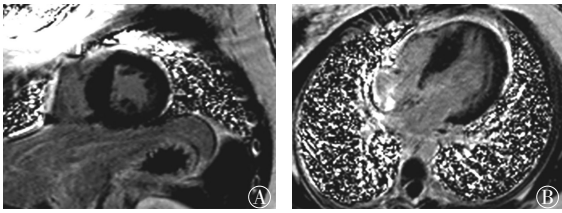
室间隔肥厚心肌无延迟增强的肥厚型心肌病 MRI 图像 患儿女性, 9岁。图中, A: 左心室短轴位延迟强化显像; B: 左心室四腔心切面延迟强化显像提示, 肥厚室间隔内无延迟强化。MRI: 磁共振成像。
